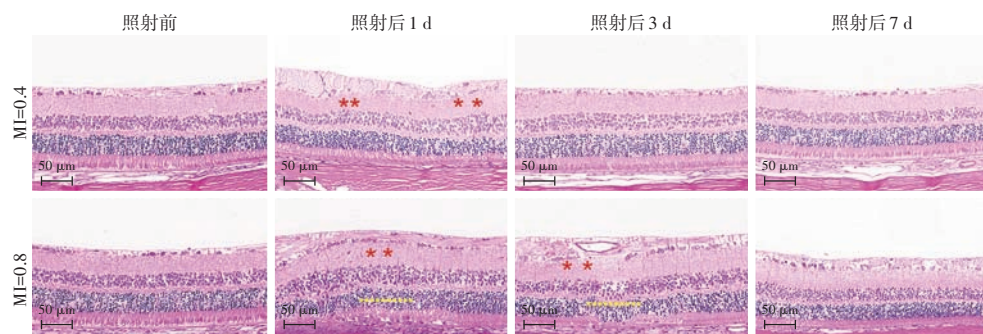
各组 USMB 照射前及照射后视网膜苏木精-伊红染色图像 ($\times 200$, 标尺 = $50 \mu\text{m}$) 红色星号示视网膜水肿, 黄色虚线示视网膜的分层紊乱 USMB: 超声联合微泡
